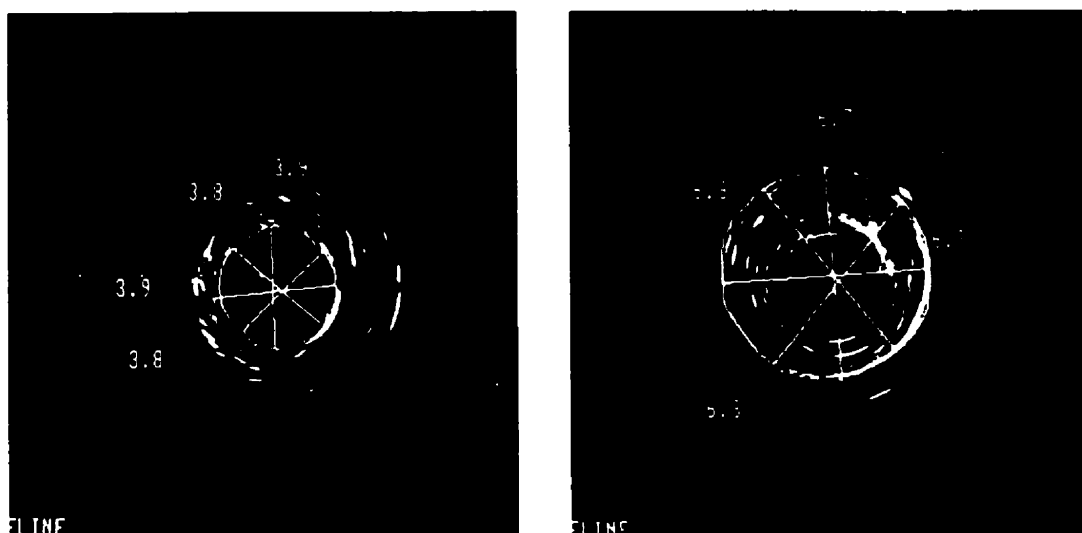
Évaluation des diamètres par ultrasonographie.
